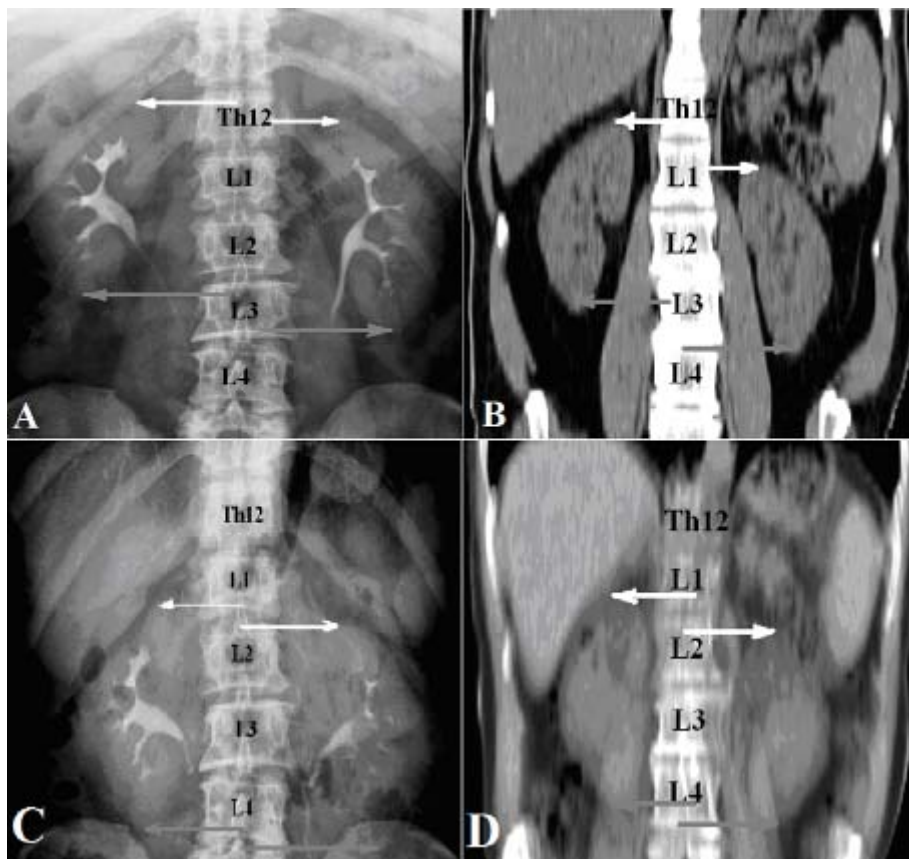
Сопоставление положения почек одного пациента при экскреторной урографии и МСКТ-исследовании: (а) урограмма, выполненная в положении лежа на спине в покое; (б) МР-реконструкция во фронтальной плоскости КТ-исследования в покое; (в) урограмма с пробой Вальсальвы; (г) МР-реконструкция во фронтальной плоскости КТ-исследования с пробой Вальсальвы. Стрелками указаны уровни положения полюсов почек относительно тел позвонков: «белые» – отмечают верхний полюс; «серые» – нижний соответственно.
